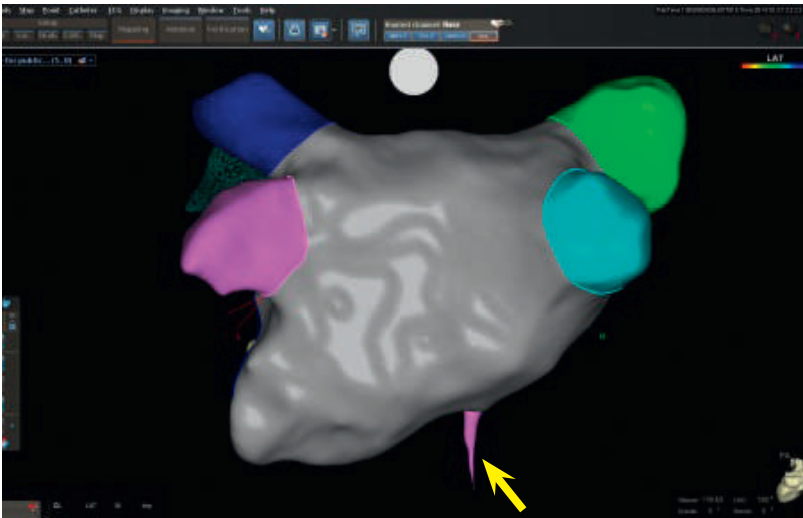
Pa-(postero-anterior-)Ansicht des linken Vorhofs nach dreidimensionaler Rekonstruktion mittels elektroanatomischen Mappingsystems. Farblich dargestellt sind die Mündungen der Lungenvenen ins linke Atrium. Der gelbe Pfeil markiert die transseptale Punktion. Die Vorhofflimmerablation wird unter Durchleuchtung und Zuhilfenahme von dreidimensionalen elektroanatomischen Mappingsystemen in tiefer Analgosedation oder in Vollnarkose durchgeführt. Zum Ausschluss von Thromben im linken Vorhof erfolgt vor dem Eingriff eine transösophageale Echokardiographie. Vitamin-K-Antagonisten werden mit Ziel-INR zwischen 2,0 und 2,5 periinterventionell fortgeführt, DOACs 24–48 Stunden vor dem Eingriff pausiert. Postinterventionell wird die Antikoagulation für mindestens drei Monate fortgeführt, anschliessend gemäss CHA₂DS₂-VASc-Score. Bei unkompliziertem Verlauf kann der Patient am Folgetag entlassen werden.
